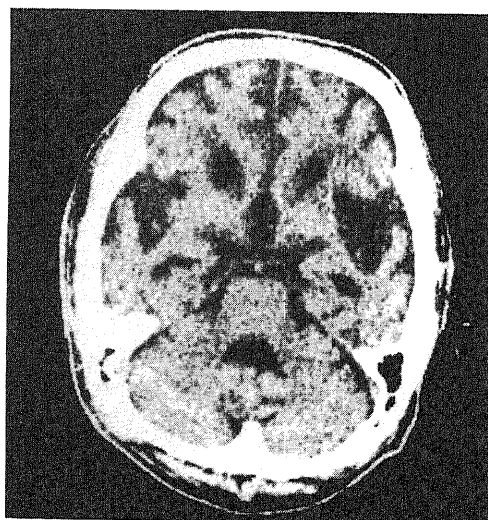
Cranial CT showing a moderate brain atrophy.
